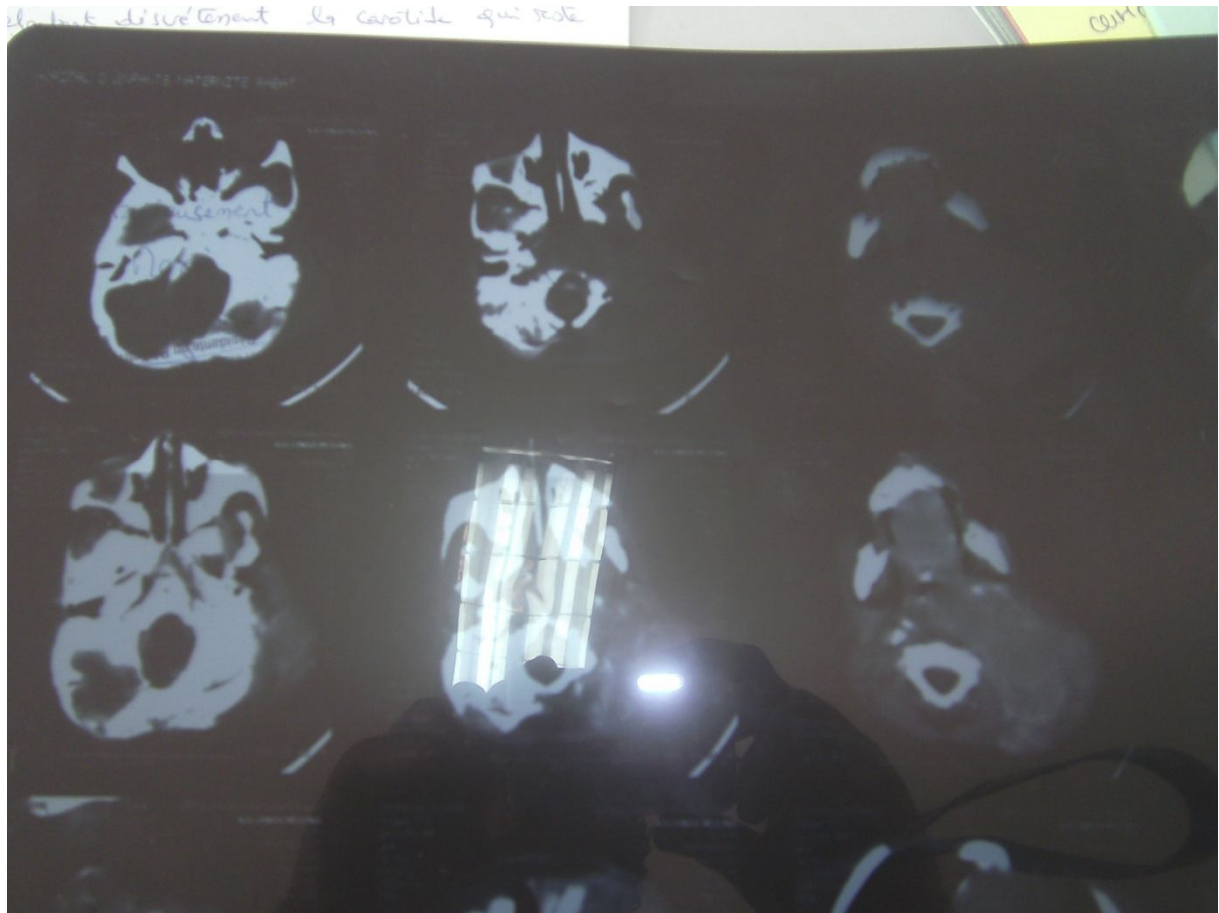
TDM cervicale de la patiente montrant la masse en question
